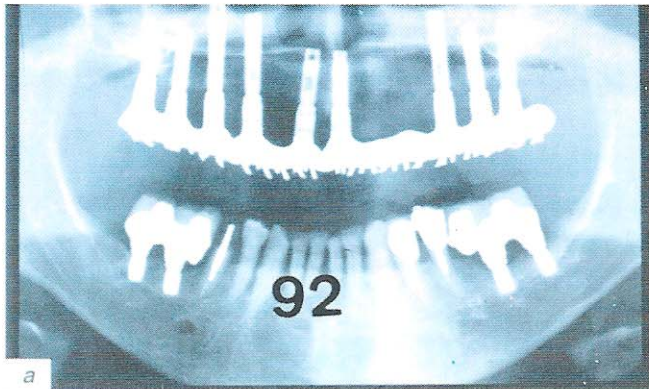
(a) Em setembro de 1990, paciente submetido a reconstrução do soalho de ambos os seios com enxerto ósseo da calota craniana. Os implantes foram colocados em abril de 1991 e verificados seis meses depois (um implante na posição 23 foi removido pois não estava osteointegrado). (b e c) Tomografia panorâmica do seio maxilar esquerdo feita em março de 1994 e março de 1997 (a cavidade nasal é visível à esquerda das imagens). A massa óssea está perfeitamente estável. Notar a densidade relativamente baixa da construção feita com osso da calota craniana.
